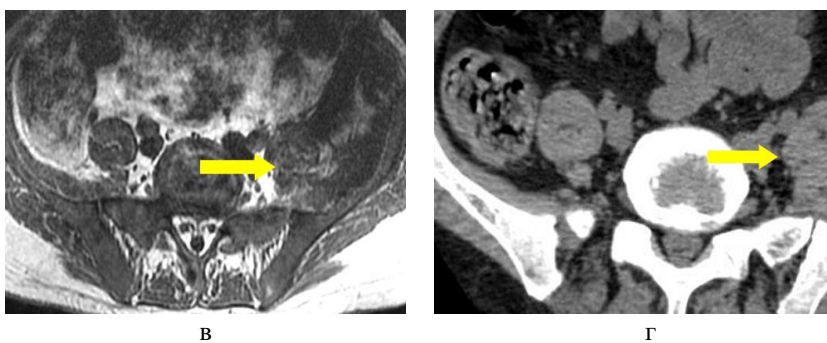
Лучевые признаки спондилодисцита в подострый период, визуализировавшиеся при КТ- и МРТ-исследованиях в примерные сроки от 8 недель до 6 месяцев
